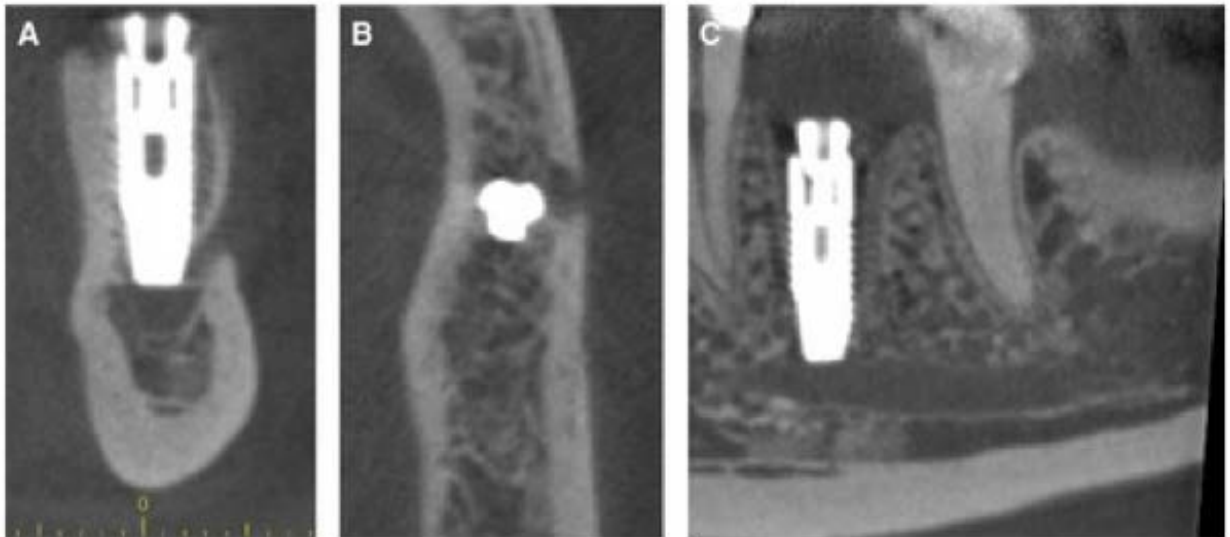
Images d'un CBCT mettant en évidence un implant dans le nerf alvéolaire inférieur (40)
